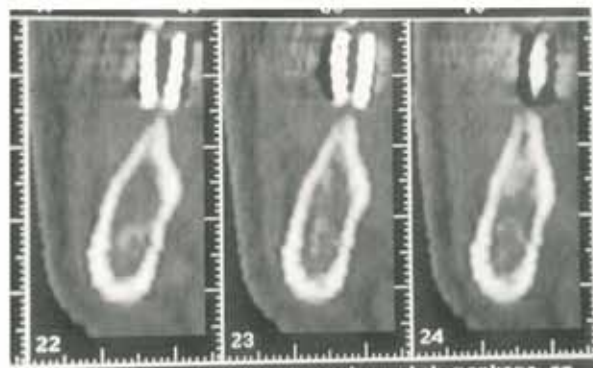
Particolare delle sezioni Dental-Scan: se necessario in laboratorio grazie alle indicazioni millimetriche fornite dalla TAC si potranno migliorare con grande precisione le inclinazioni delle bussole guida
